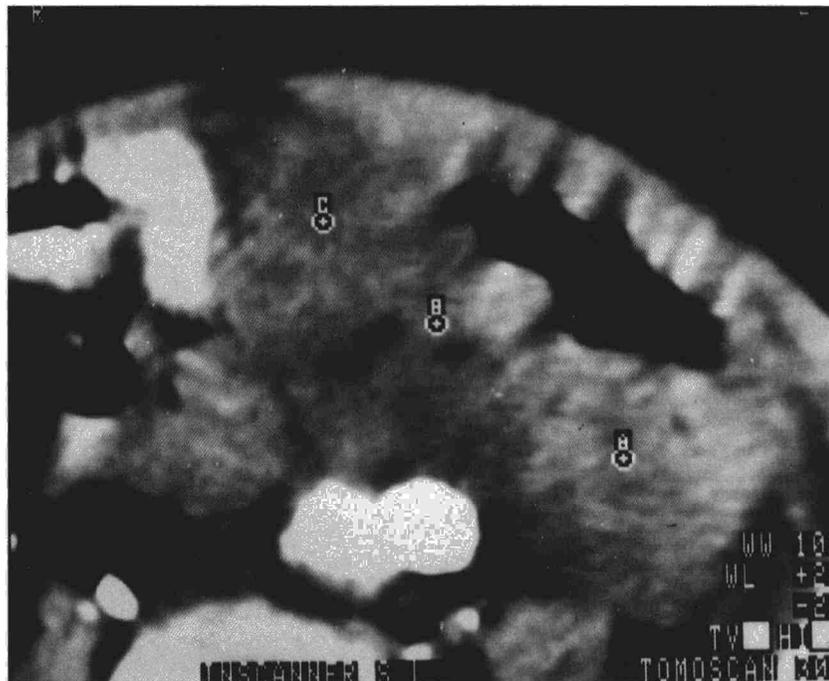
TAC abdominal que muestra gran masa abdominal correspondiente a mesenterio.
